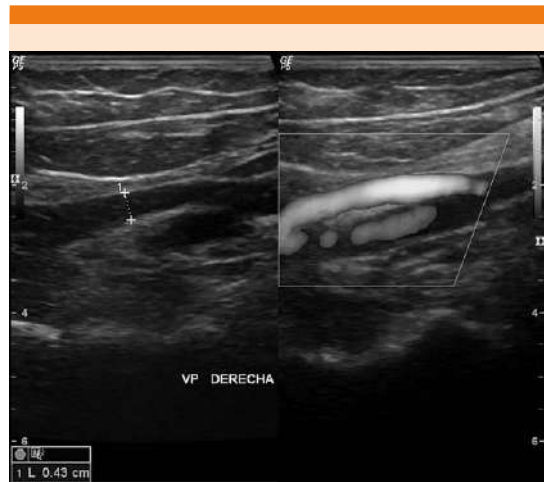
USG que muestra claramente la trombosis poplítea.
